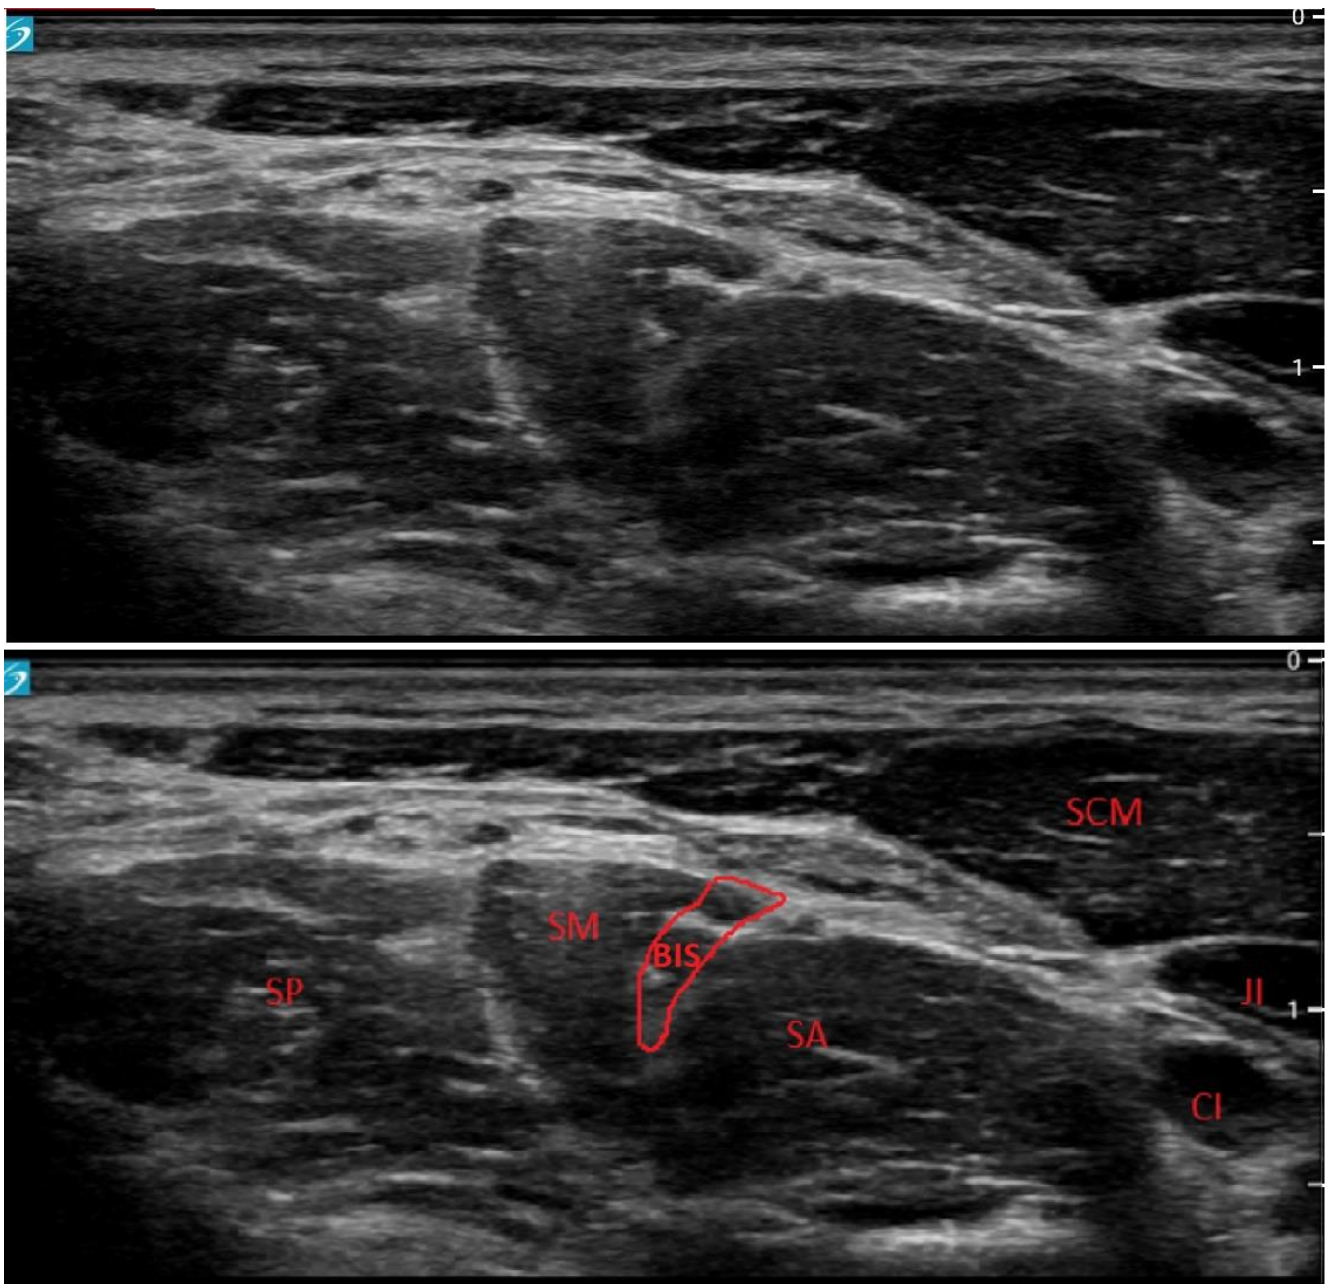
Vue échographique du bloc interscalénique, SP = muscle scalène postérieur, SM = muscle scalène moyen, SA = muscle scalène antérieur, SCM = muscle sterno-cléido-mastoïdien, JI = veine jugulaire interne, CI = artère carotide interne, BIS = zone du bloc interscalénique
